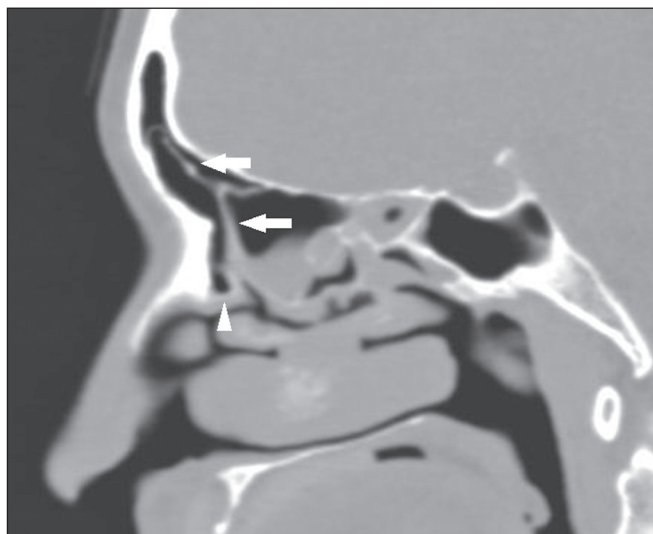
TC, janela óssea, corte sagital, demonstrando célula etmoidal anterior única de grande volume (setas), estendendo-se para o interior do seio frontal e localizada acima da célula de *agger nasi* (cabeça de seta).
